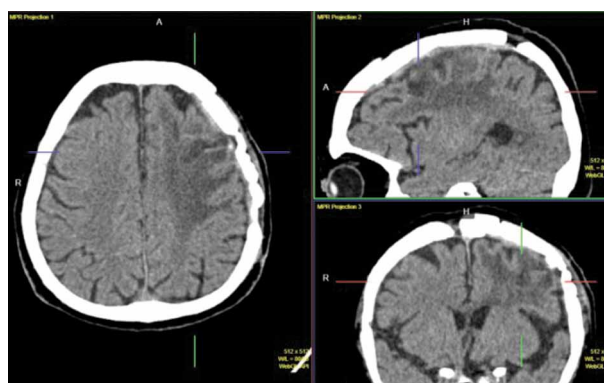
МСКТ головного мозга пациентки Ш. при выписке из стационара.
